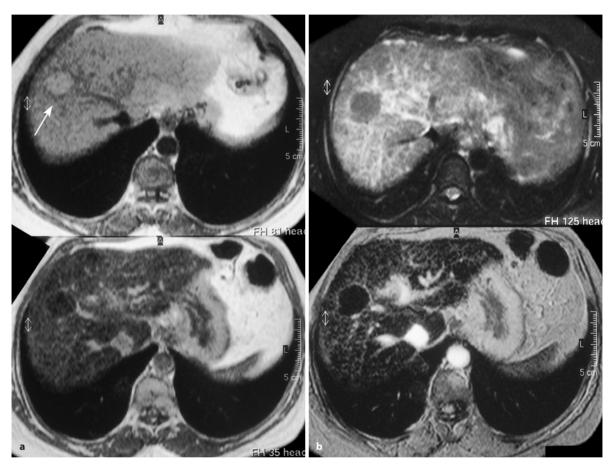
a, b. 56-jährige Patientin mit Hepatitis-induzierter Leberzirrhose. a In der MRT in T1-Wichtung nativ (*oben*) hyperintense Darstellung eines Regeneratknotens (*Pfeil*). Nach Applikation von SPIO-haltigem Kontrastmittel (*unten*) Signalverlust gegenüber dem umgebenden zirrhotisch veränderten
